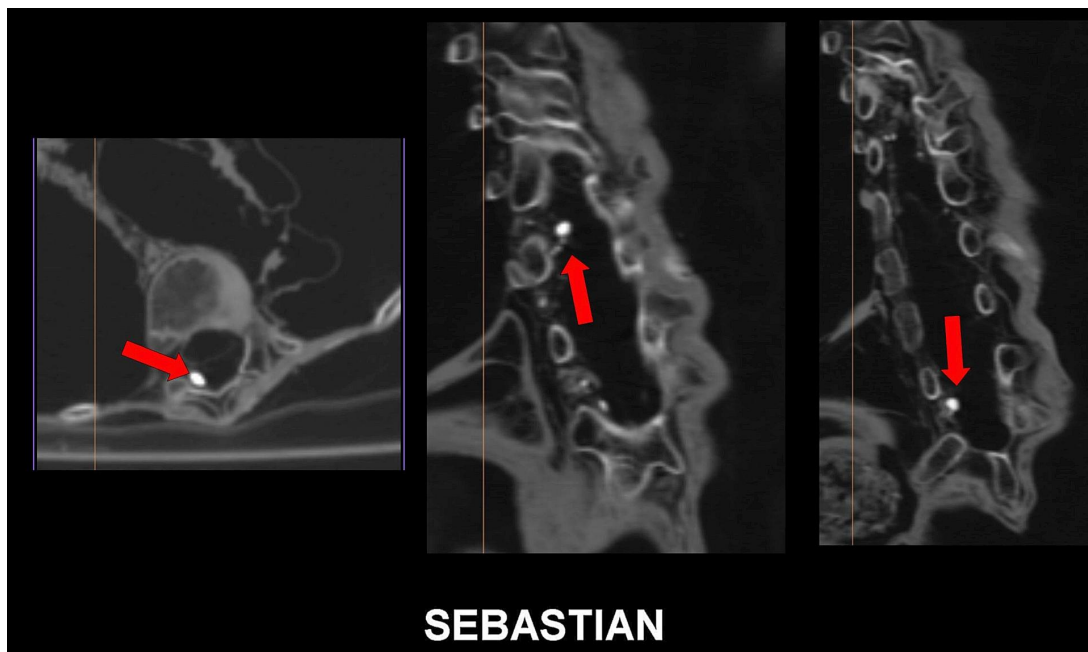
Escaneos de TC en 2D en proyecciones axial (izquierda) y sagital (centro y derecha) que muestran 2 cuerpos extraños metálicos o calcificaciones (flechas rojas) en la columna torácica media e inferior.
